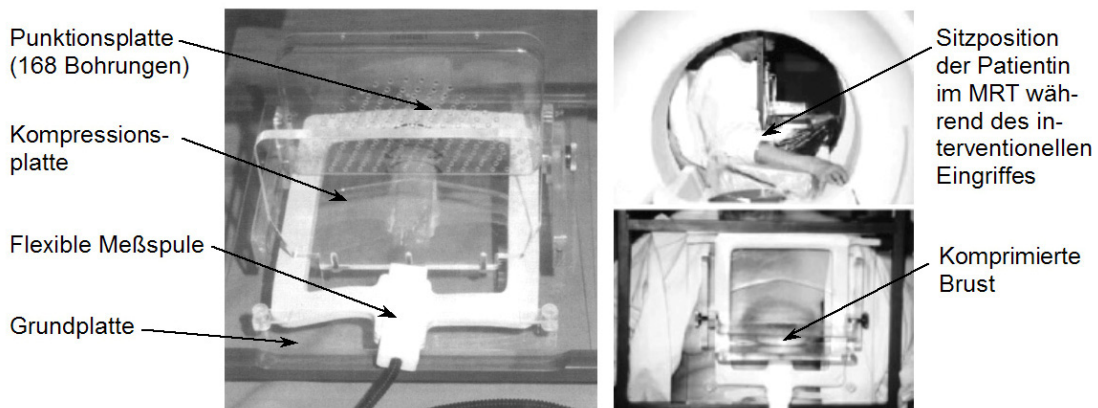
Punktionshilfe für Interventionen im Sitzen am offenen MRT.
